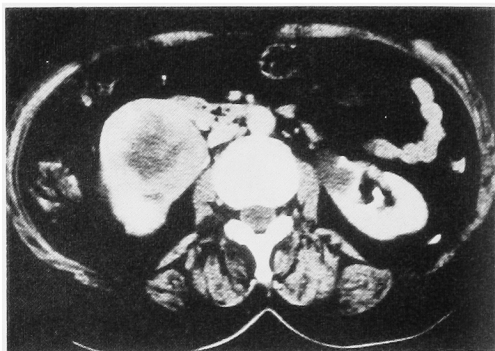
Contrast-medium CT scan through the upper pole of right kidney shows a large necrotic tumor mass.
